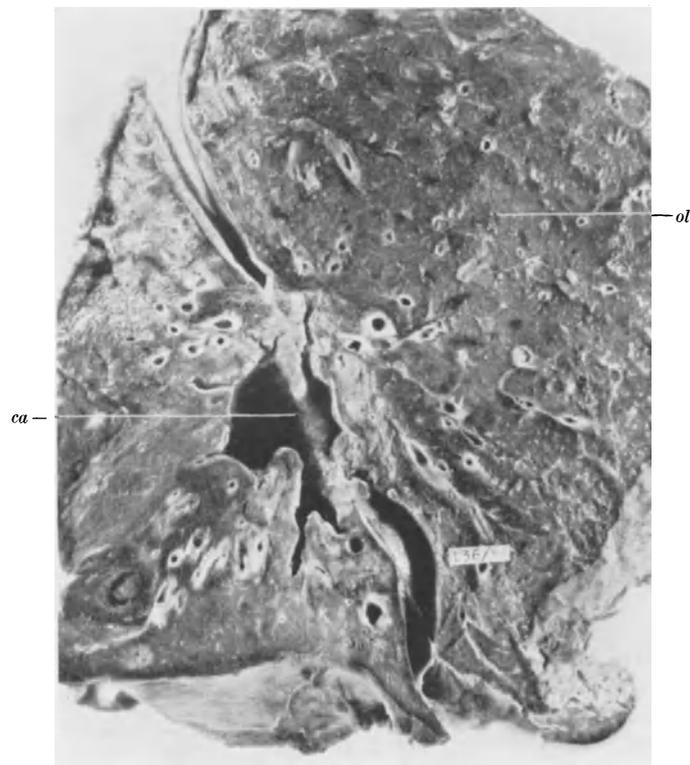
d. Kavernisiertes Plattenepithelcarcinom im oberen Segment des rechten Unterlappens. a *Röntgenübersicht*. Scheinbar breite Beziehung des Tumors zum Hilus. Ergußspiegel in der Geschwulstkaverne. b *Seitliches Bild*. Eine Beziehung zum Hilus läßt der Krebs bei dieser Aufnahmerichtung nicht erkennen. c *Tomographie a.-p.* d *Übersichtsschnitt durch den extirpierten Unterlappen*. Die Schnittebene entspricht dem seitlichen Röntgenbild (35b)
